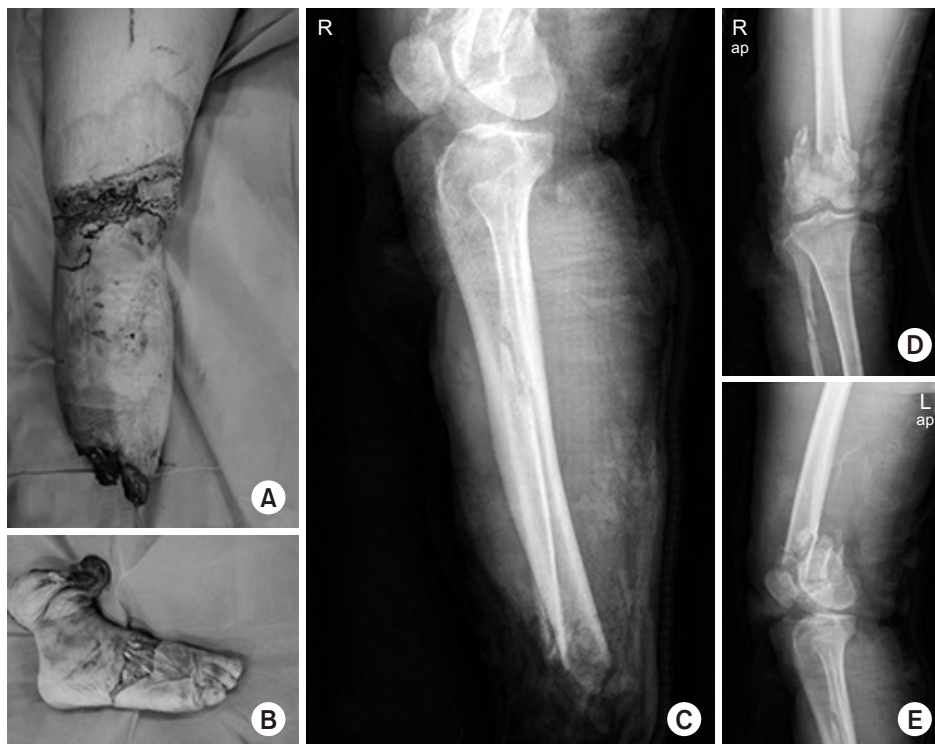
A 68-year-old female presented to hospital due to traffic accident. (A, B) Her ankles were cut off completely. (C-E) Radiographic evaluation revealed a fracture in the distal ipsilateral femur.
